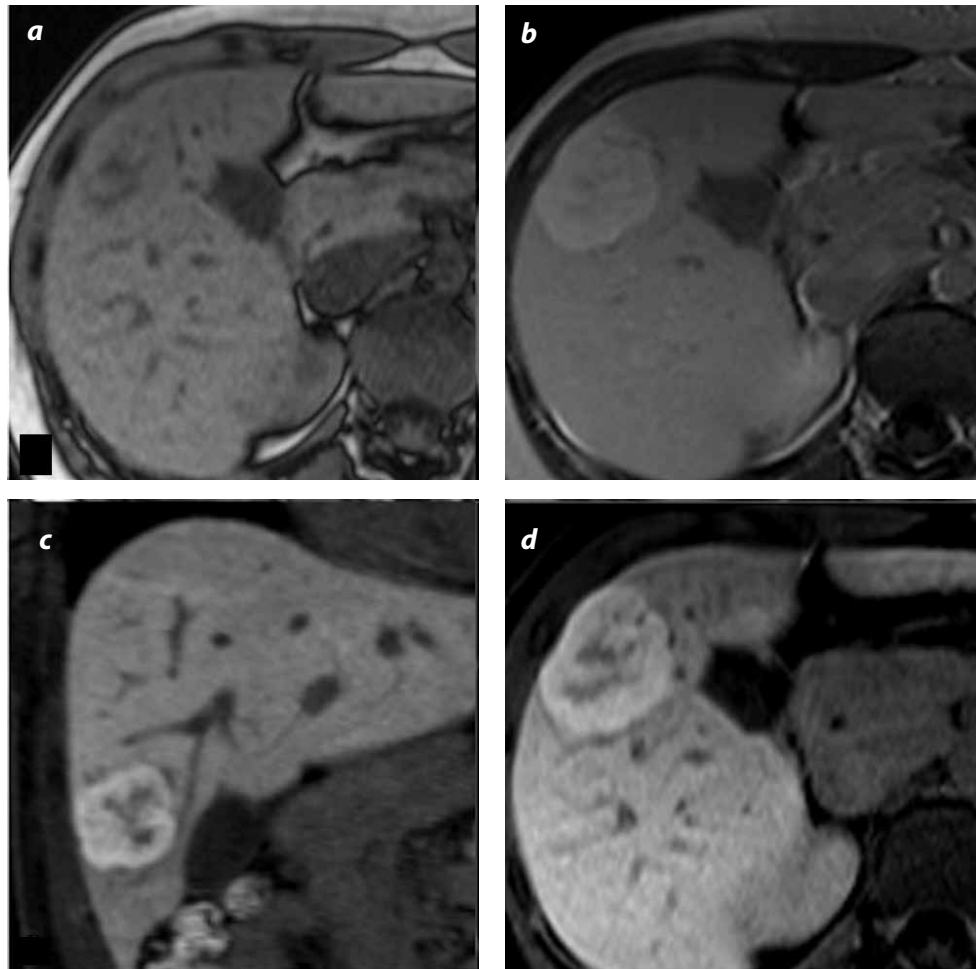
Imagen de resonancia magnética. a) Secuencia con información en T1 fuera de fase en el plano axial, se observa una lesión isointensa al parenquima hepático en el segmento V. b) Secuencia con información en T1 poscontraste con gadoxetato disódico en fase portal, se demuestra una lesión hipervasculare. c) y d) Secuencia con información en T1 axial y coronal con saturación grasa en fase hepatobiliar, se observa la retención del medio de contraste por la lesión demostrando una alta intensidad de señal
